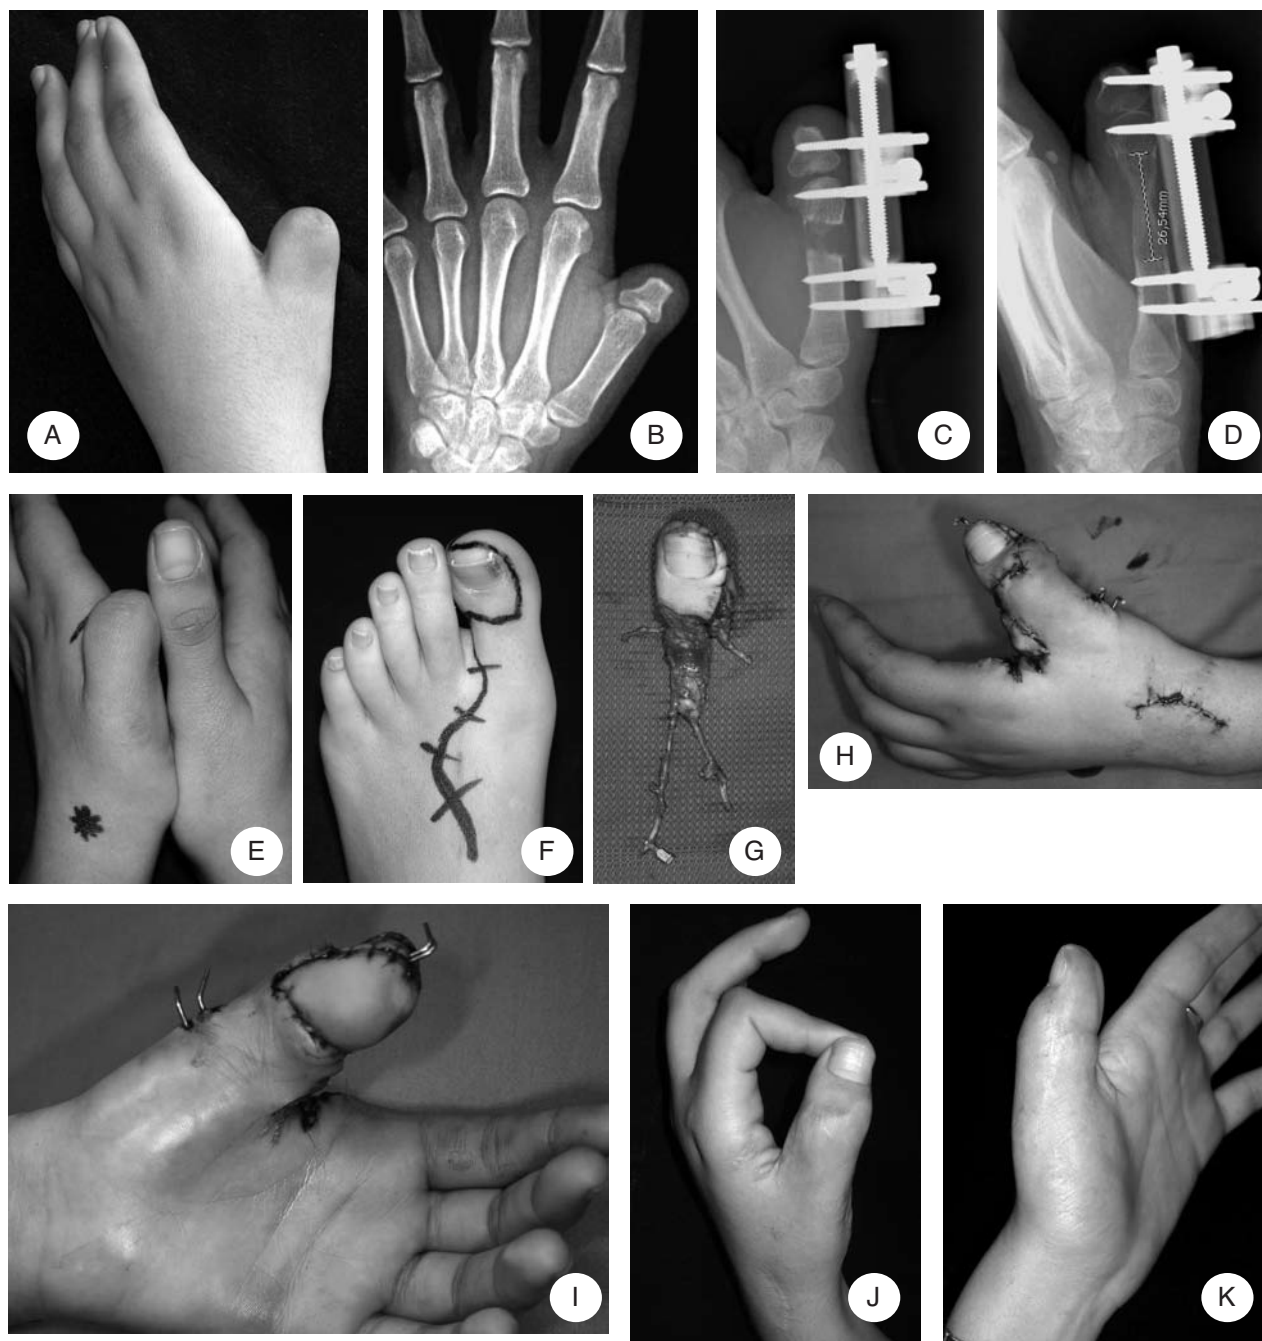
A, B) Quadro clinico e radiografico (caso n. 2) d'amputazione del pollice sinistro alla base della prima falange; C) Allungamento metacarpale con osteotomia alla metafisi distale del metacarpo; D) Riempimento del gap osseo dopo 72 giorni di distrazione; E) Aspetto del pollice dopo allungamento, paragonato al controlaterale; F-I) Disegno preoperatorio del lembo libero tipo mini "wrap-around" e suo prelievo. Risultato al termine dell'intervento dopo aver esguito l'apertura e l'approfondimento del primo spazio secondo "Ostrowski"; J, K) Risultato clinico finale del pollice ricostruito, a distanza di 66 mesi.
